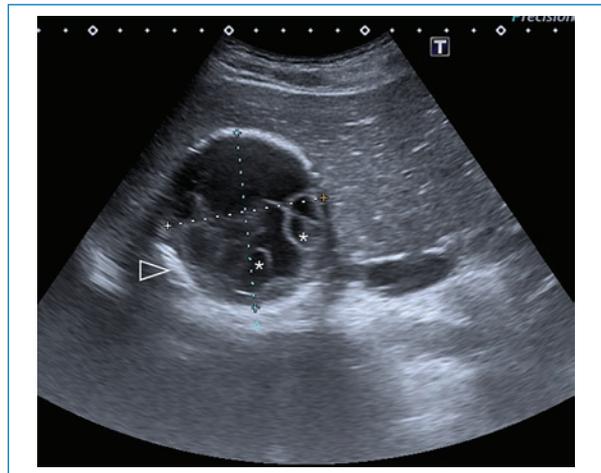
Paciente de 14 años con dolor abdominal generalizado asociado a vómitos. Ecografía de abdomen: se visualiza, en el lóbulo hepático derecho, una lesión focal anecoica con múltiples imágenes quísticas en su interior (asteriscos) y pared ecogénica engrosada (punta de flecha). Gharbi tipo III-CE2.
